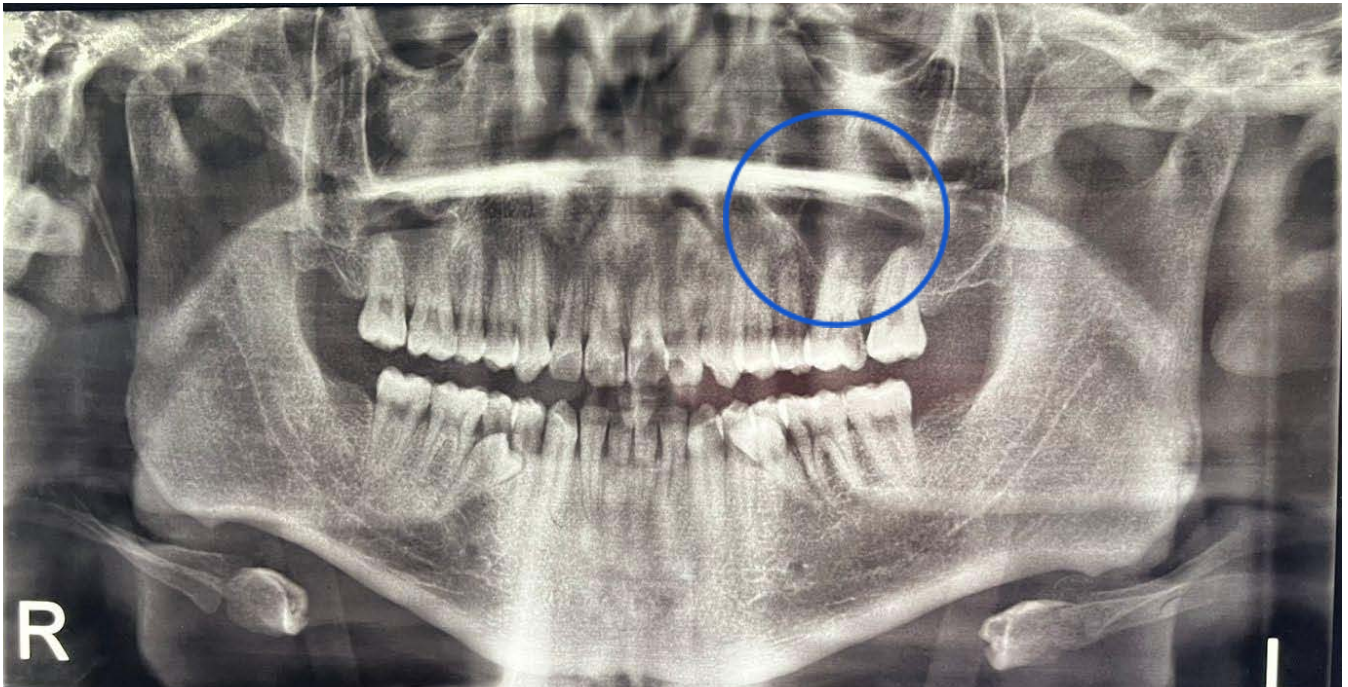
Ortopantomografía, ausencia de terceros molares, dentición permanente completa, órganos dentarios supernumerarios, caries grado III en órganos dentarios 22 y 16, periápices de órgano dentario 16 dentro del piso de seno maxilar. Imagen tomada de C.M.F Sergio Soto Góngora.
